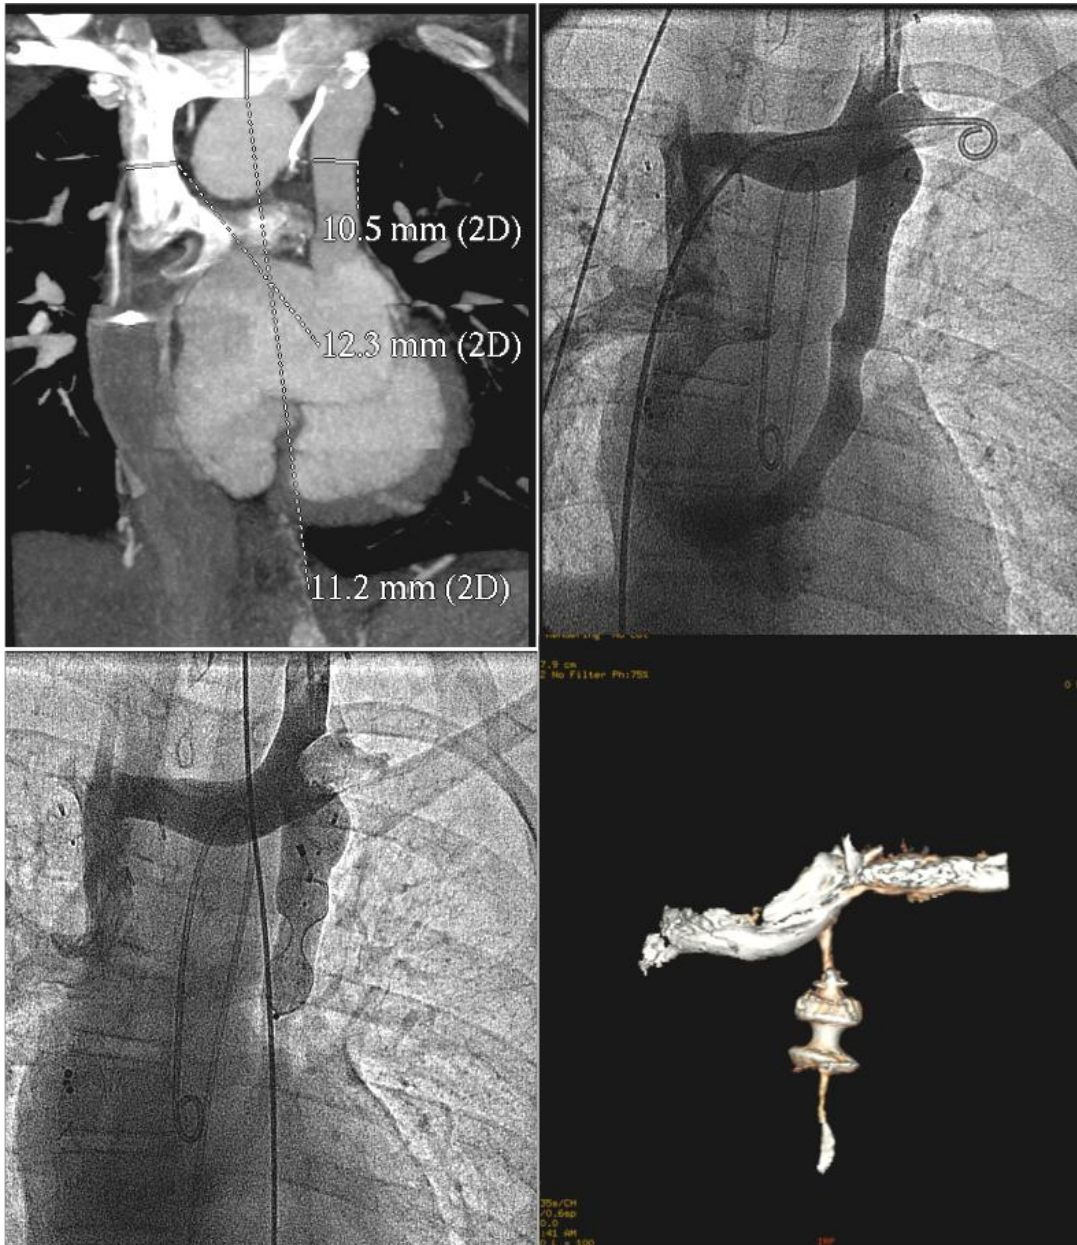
A y B: Imagen de vena cava superior izquierda persistente (VCSIP) por TAC (A) y por angiografía (B). C: Dispositivo de cierre de CIV muscular que muestra una marcada reducción del paso de contraste. D: TAC de control a los tres meses con paso de contraste filiforme y llamativa reducción del calibre de la VCSI.
